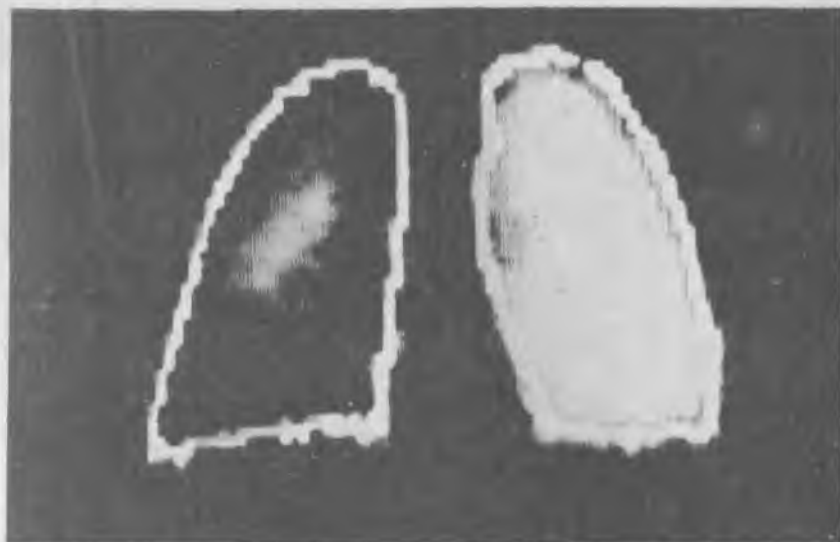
Перфузионная скintiграмма легких с микросферами альбумина, мечеными  $^{99m}\text{Tc}$ , при гипоплазии правой легочной артерии. Снижение перфузии в правом легком, более выраженное по его периферии.
